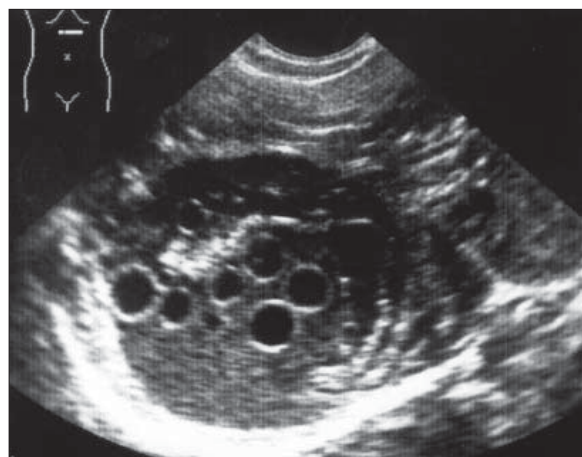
Nisip hidatic. Ecografie. În interiorul chistului se constată câteva celule fiice; imaginea ecogenă situată decliv este datorată nisipului hidatic.
